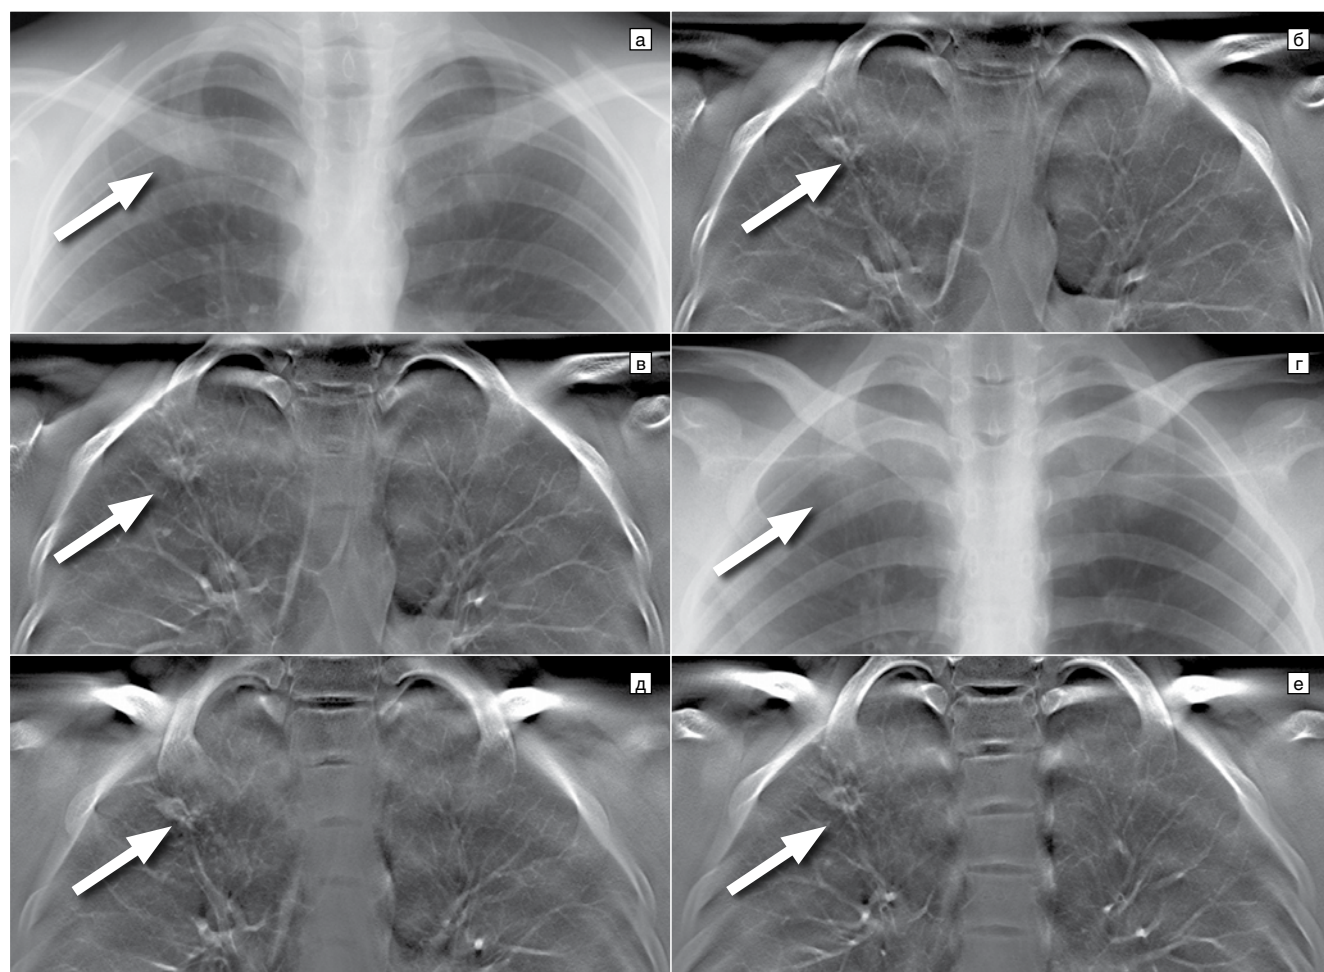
Больная Ш., 18 лет. Очаговый туберкулез верхней доли правого легкого. Фрагмент рентгенограммы органов грудной клетки (ОГК), прямая проекция (а), фрагмент цифрового томосинтеза (ЦТ) ОГК, прямая проекция (б, в). Рентгенологический контроль после 2 мес. курса противотуберкулезной терапии, фрагмент рентгенограммы ОГК, прямая проекция (г), фрагмент ЦТ ОГК, прямая проекция (д, е): а – на фоне ключицы и теней ребер в проекции верхней доли правого легкого отмечается слабоинтенсивное очаговое затемнение, оценка распространенности и структуры очагов затруднена (стрелка); б, в – группа мелких и средних очагов в S2 правого легкого, более крупные из них с видимыми просветами бронхов и признаками частичной кавернизации (стрелка); г – достоверно оценить динамику не представляется возможным (стрелка); д, е – дальнейшая кавернизация отдельных очагов за счет отхождения казеозных масс, а также частичное рассасывание мелких очагов в окружающей легочной ткани (стрелка)
